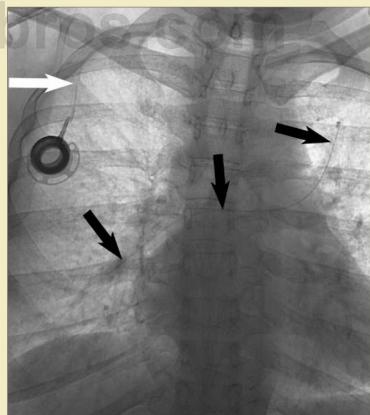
Radiografía de tórax frontal que muestra una deformidad de grado 3 con embolización de un fragmento del catéter distal. Este puerto fue implantado varios años antes. Se aprecia el punto de fractura del catéter (flecha blanca), con un fragmento distal embolizado a través de las arterias pulmonares derecha e izquierda (flechas negras). (Por cortesía de Joseph Stavas, MD.)
